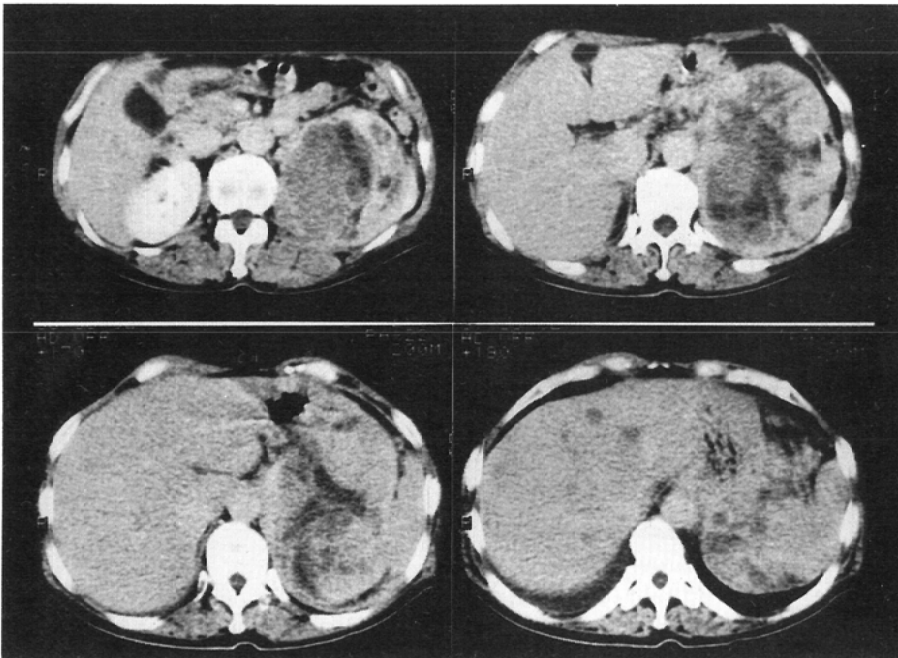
(b) CT scan reveals massive necrosis in the left large adrenal tumor. In upper portion of the tumor, necrotic area is less than in middle and lower portion.
